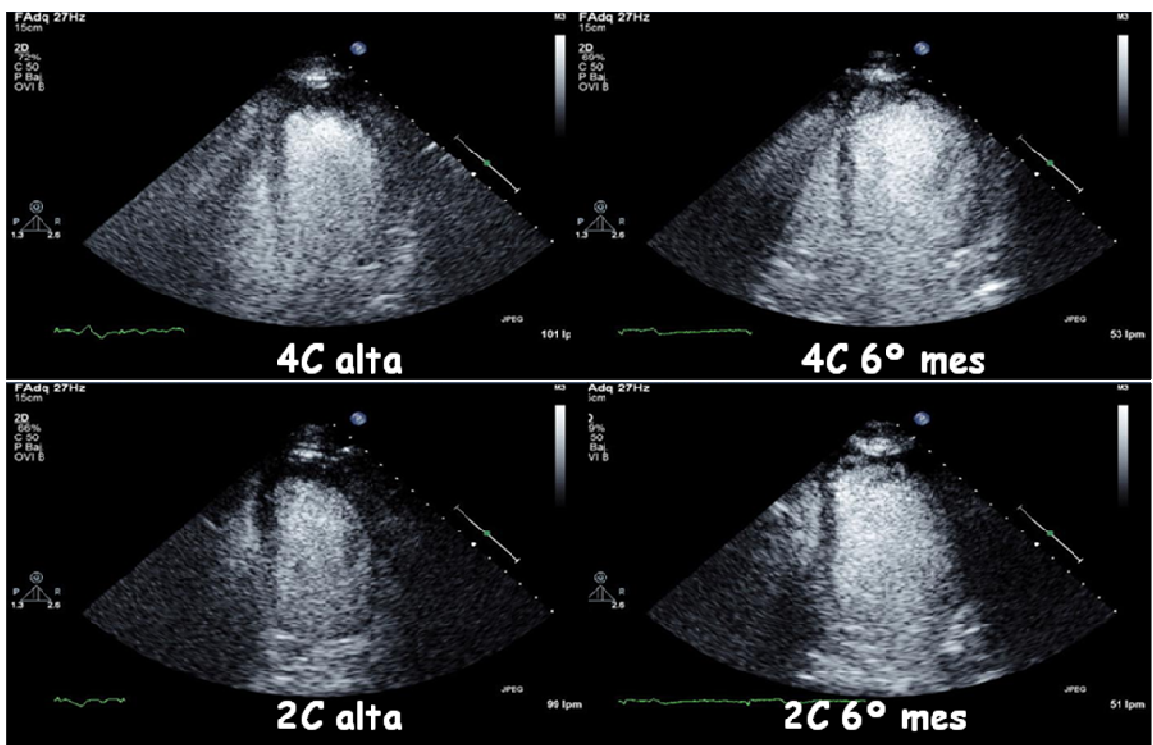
Imágenes de ecocardiografía de un paciente que desarrolló remodelado ventricular izquierdo (a la izquierda, imágenes al alta; a la derecha, a los 6 meses).
